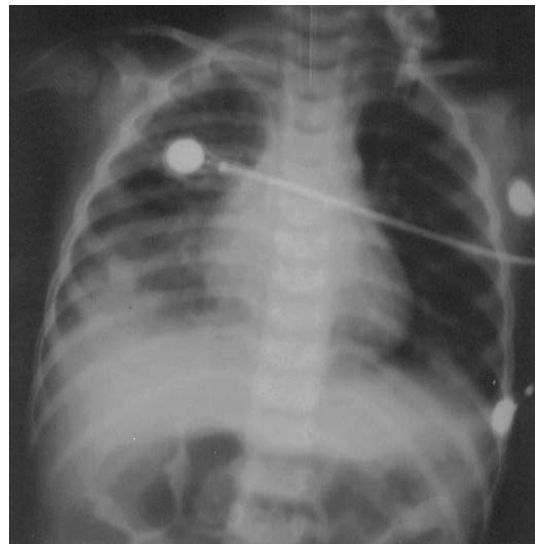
Chest X-ray on discharge shows slightly decreased Rt. pleural effusion and improved pneumonic infiltration.
